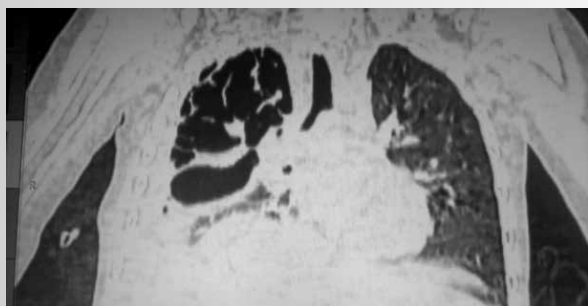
КТ легких. Признаки кистозной мальформации верхней доли правого легкого
